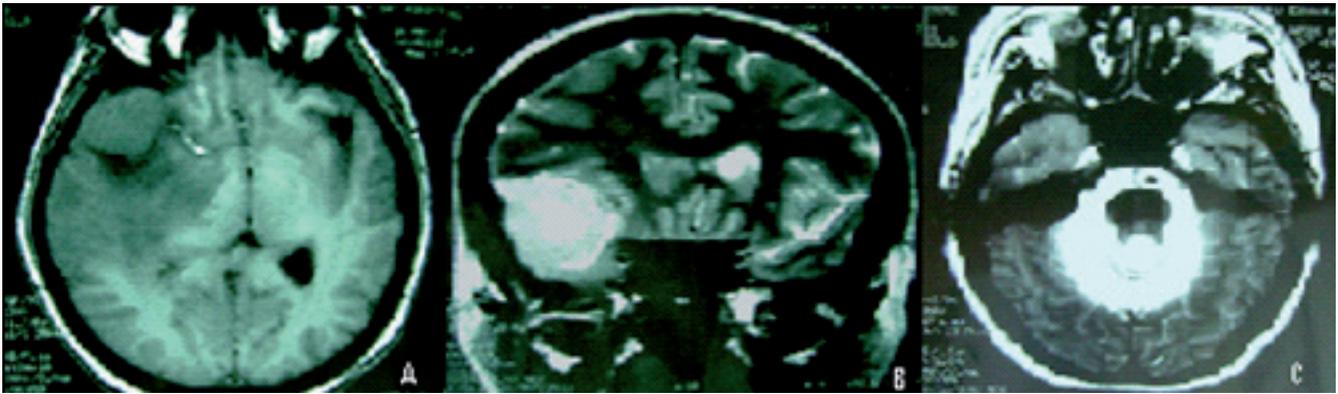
Resonancia magnética simple de cráneo en la que se muestra A) corte axial en secuencia T1: una masa tumoral en región temporal derecha isointensa con la sustancia gris; B) corte coronal Secuencia T2: con la misma masa, bien delimitada, hiperintensa; C) severa atrofia cerebelosa bilateral, incluyendo atrofia vermiana y del tallo cerebral condicionando prominencia del espacio subaracnoideo circundante y prominencia de fosas cerebelosas.
